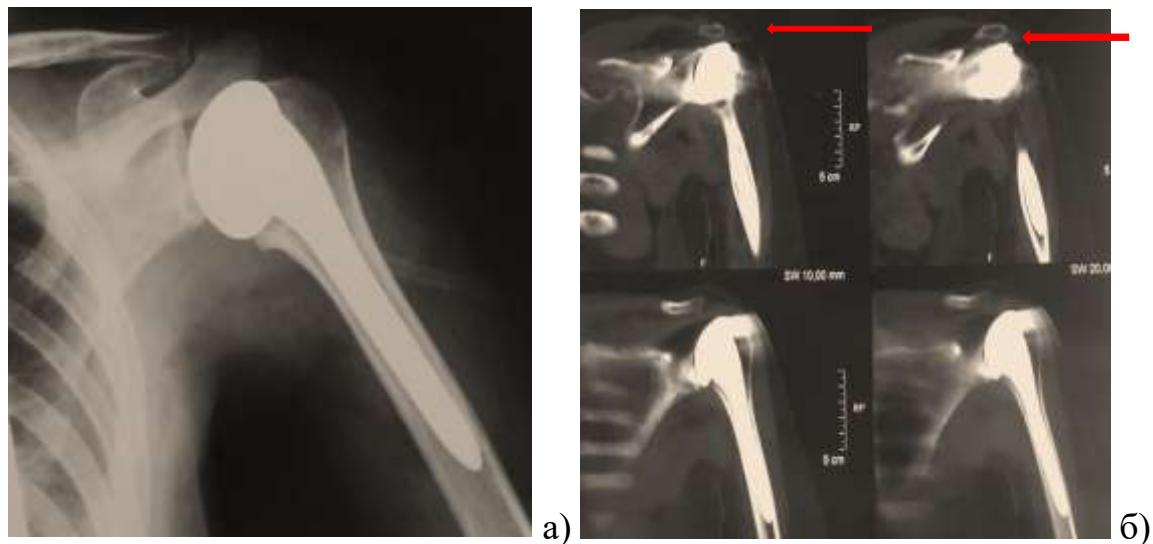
Хвора К, рік після однополюсного протезування плечового суглоба: а) рентгенограма в прямій проекції; б) КТ фронтальні зрізи (стрілками показано зменшення субакроміальної дистанції).
